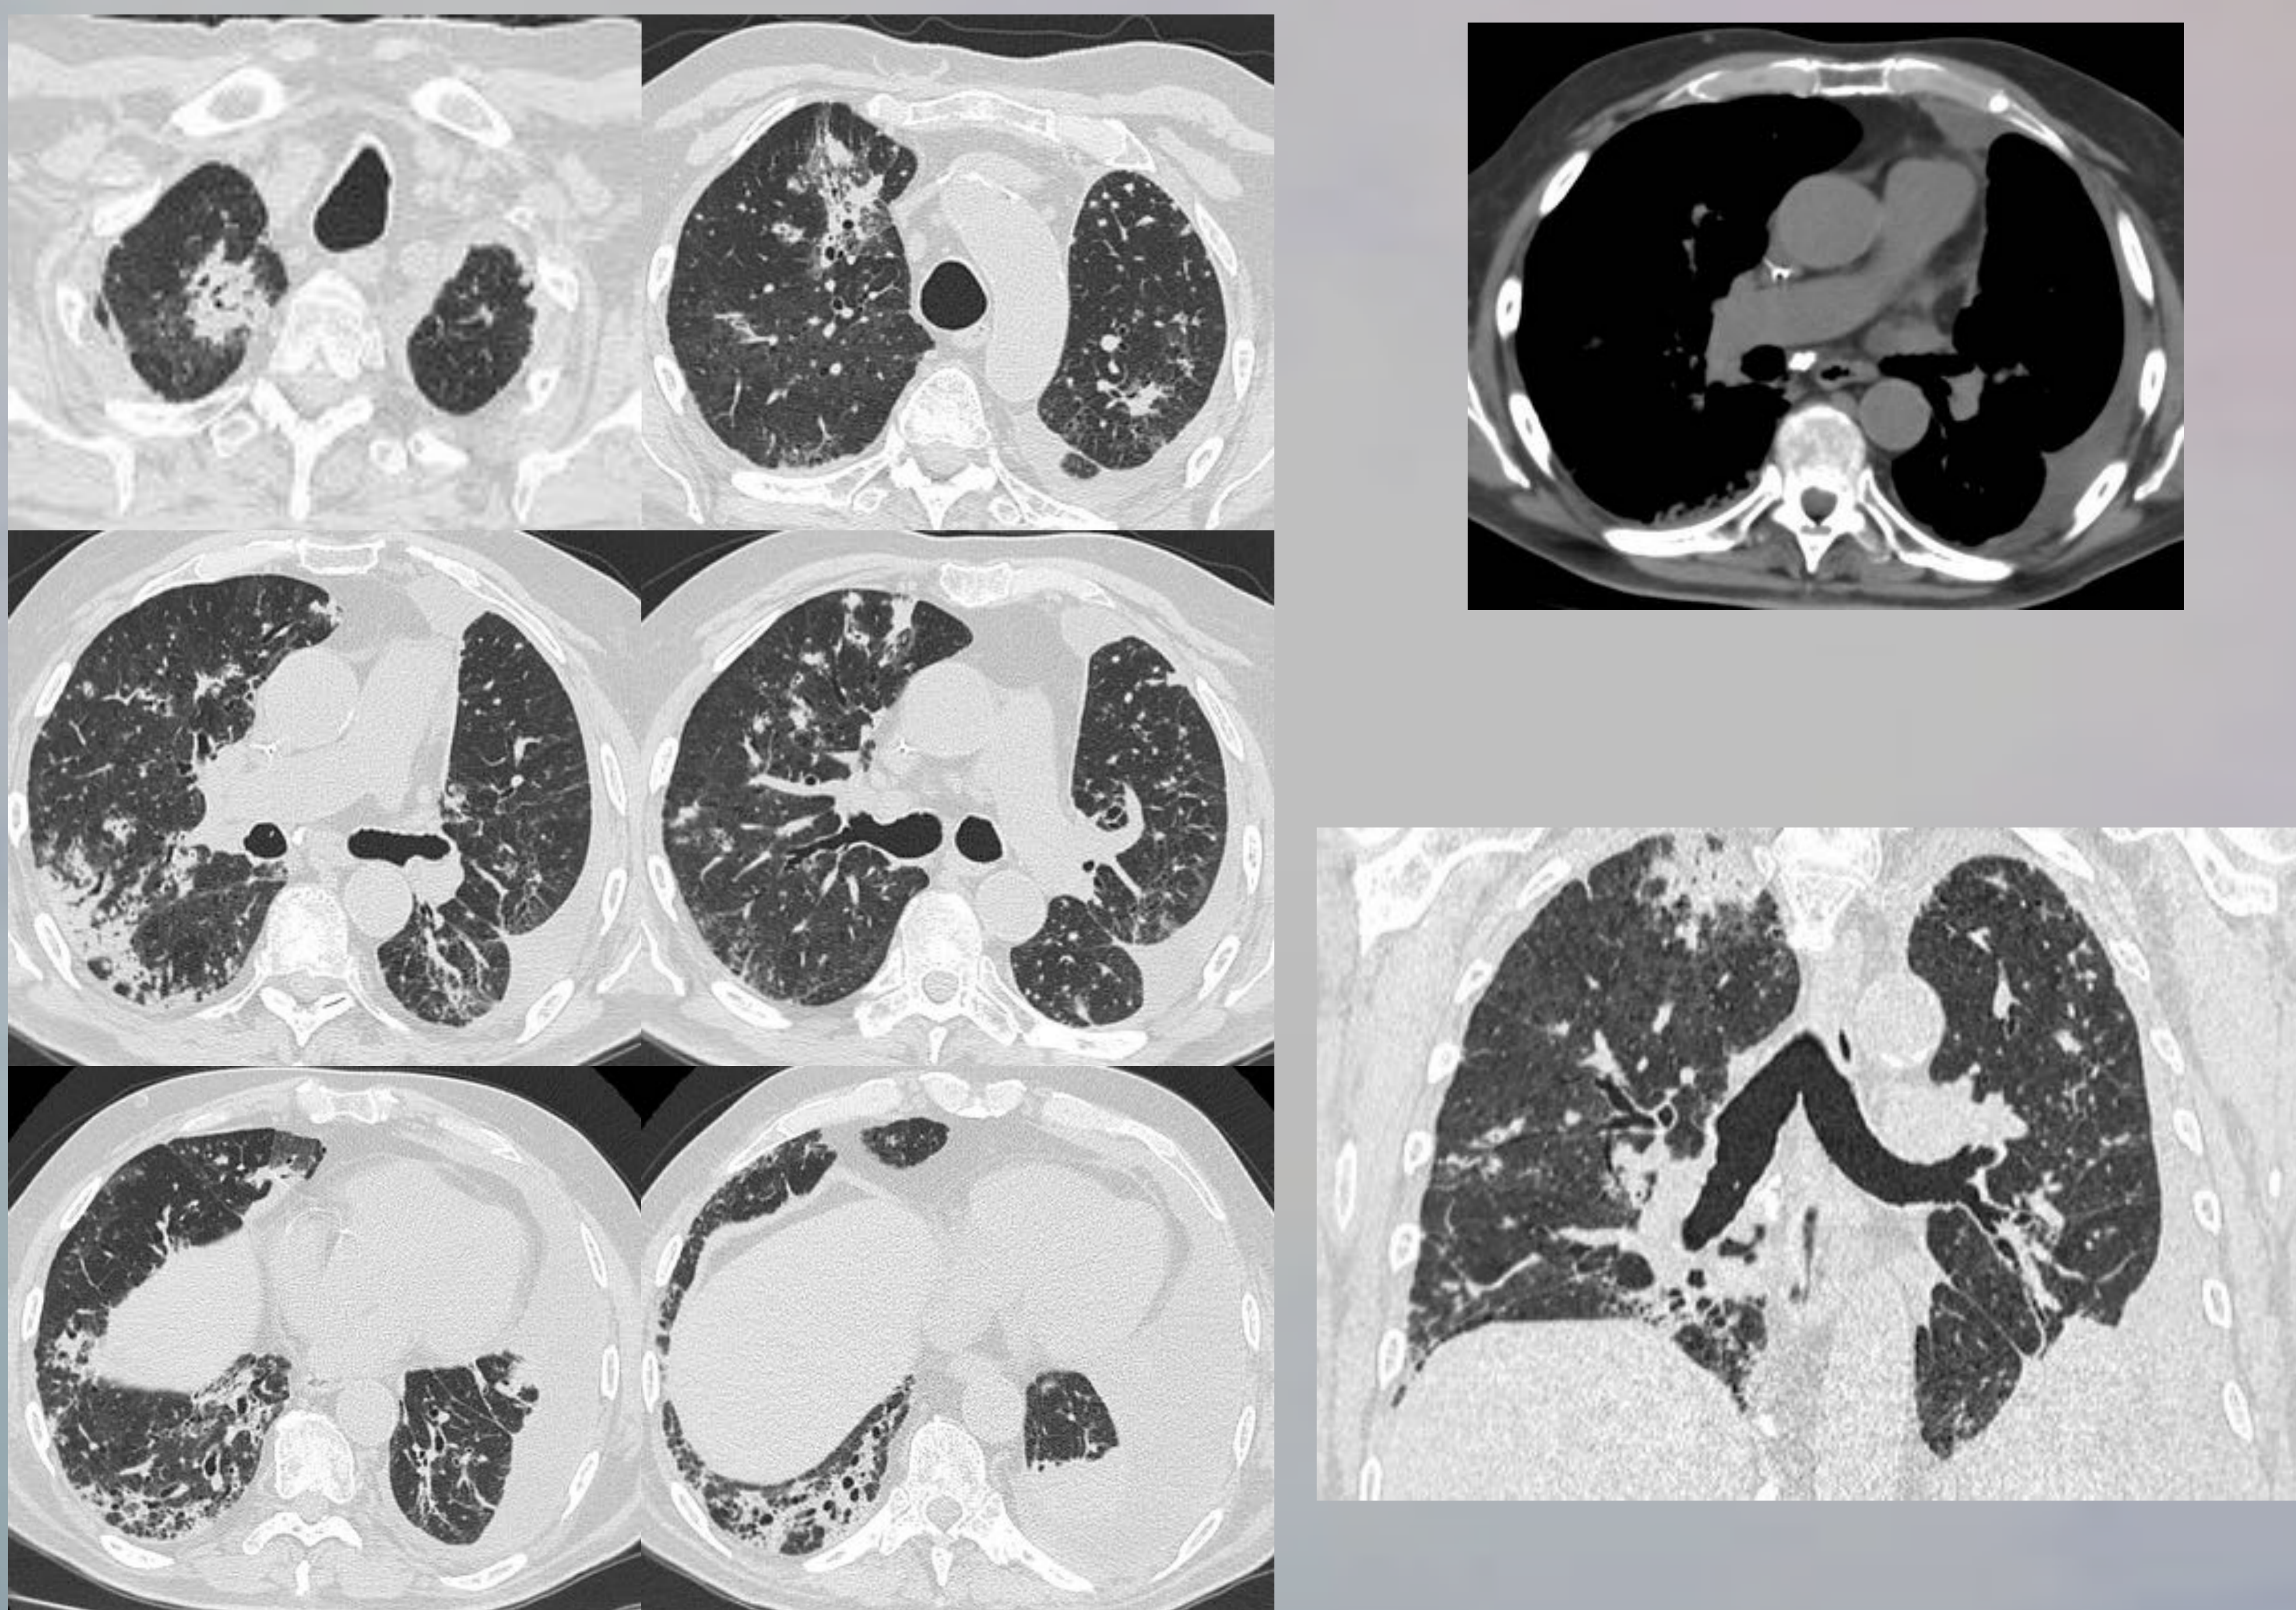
TC axial y coronal en ventana de pulmón Infiltrado en vidrio deslustrado con engrosamiento de septos perihiliar derecho y apical bilateral. Engrosamiento de septos en lóbulo inferior. Extenso derrame pleural izquierdo.*
